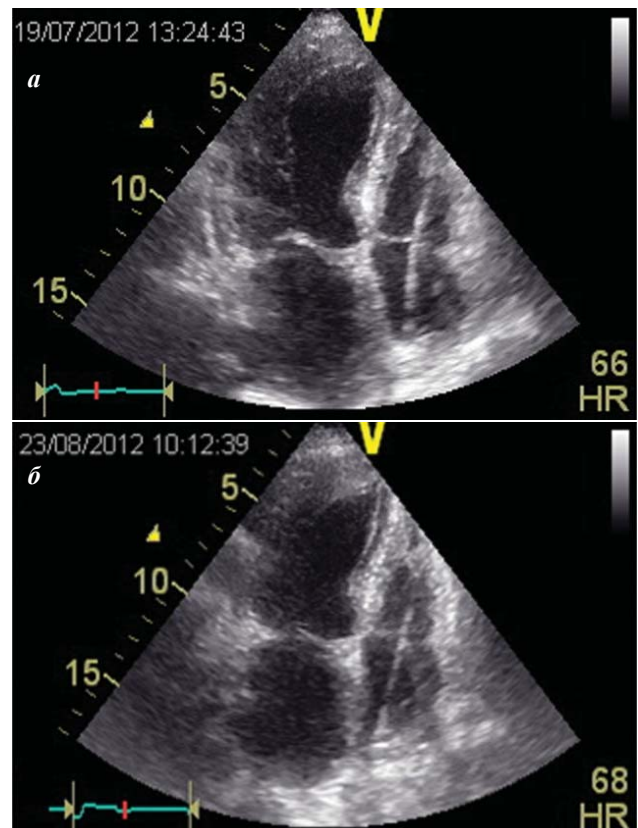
Динамика эхокардиографической картины: а - первые сутки после начала клинической манифестации (ампулярное расширение и акинезия верхушки левого желудочка в сочетании с гиперкинезом базальных отделов), б - через 1 месяц (восстановление нормальной сократимости миокарда).
